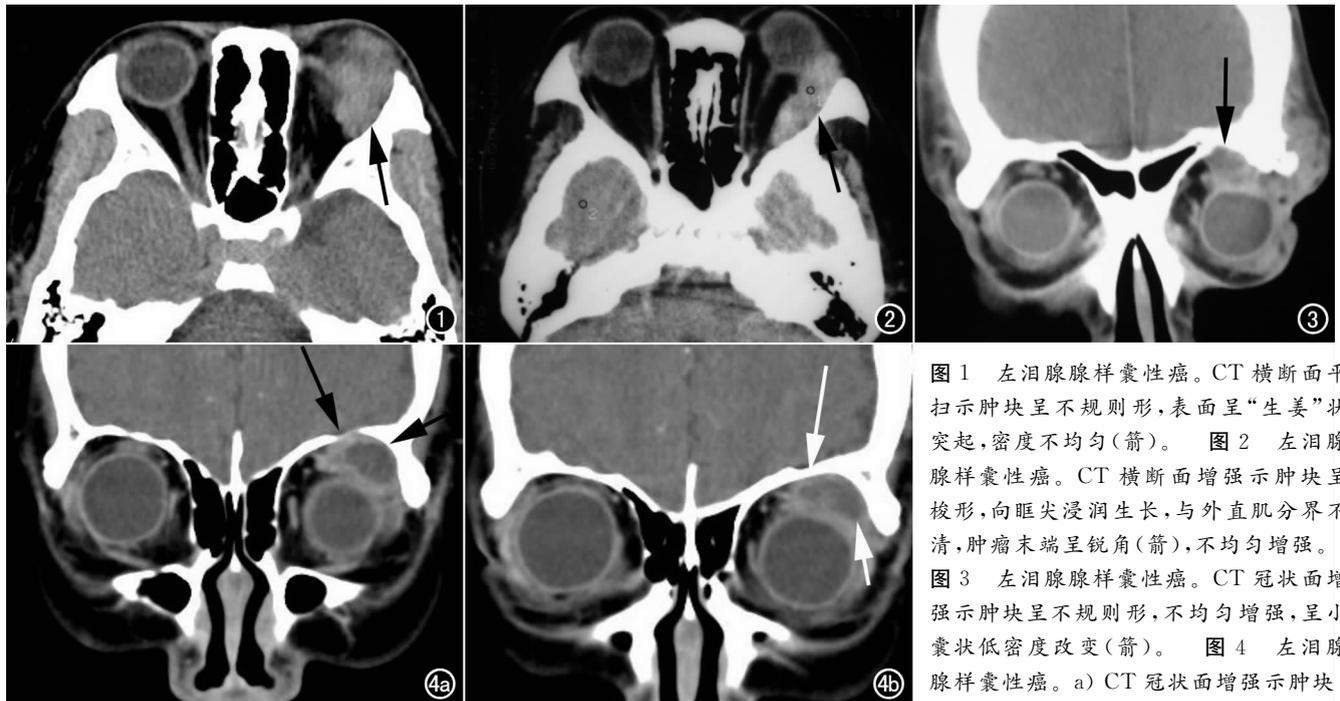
左泪腺腺样囊性癌。CT横断面平扫示肿块呈不规则形,表面呈“生姜”状突起,密度不均匀(箭)。图2 左泪腺腺样囊性癌。CT横断面增强示肿块呈梭形,向眶尖浸润生长,与外直肌分界不清,肿瘤末端呈锐角(箭),不均匀增强。图3 左泪腺腺样囊性癌。CT冠状面增强示肿块呈不规则形,不均匀增强,呈小囊状低密度改变(箭)。图4 左泪腺腺样囊性癌。a) CT冠状面增强示肿块
